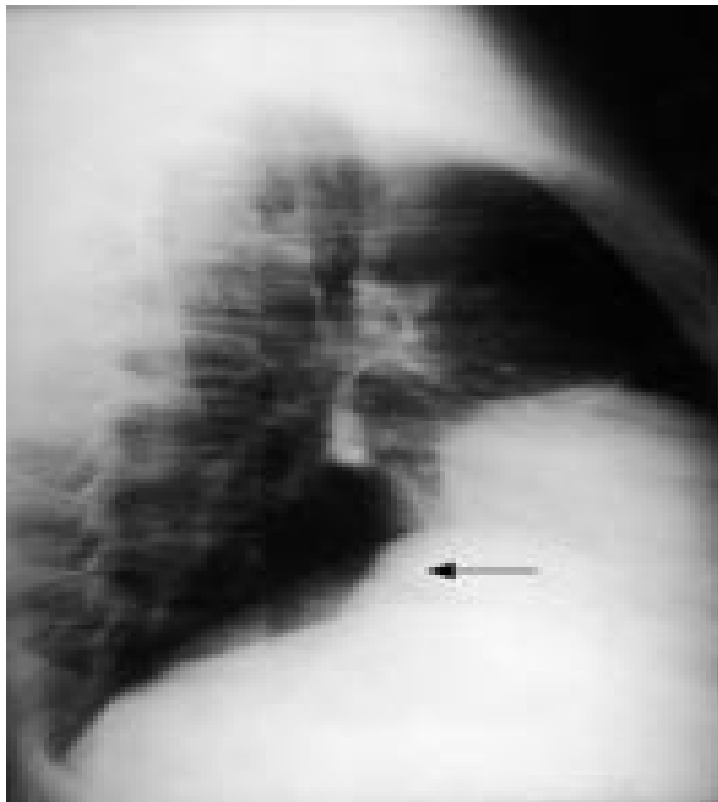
[5] : RADIOGRAPHIE DE THORAX (PROFIL) : OPACITE ARRONDIE ANTERIEURE. (FLECHE).
